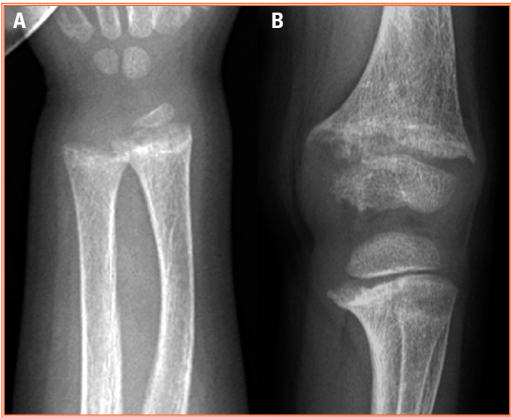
Hipofosfatemia ligada al cromosoma X. En la radiografía de la muñeca izquierda (A) las metáfisis distales del cúbito y del radio muestran una pérdida de la zona de calcificación provisional y son irregulares, anchas y parcialmente cóncavas. Según la escala RSS, esto equivale a 1,5 puntos para el cúbito y 1,5 puntos para el radio, lo que hace un total de 3 puntos para la muñeca. La radiografía de la rodilla izquierda (B) muestra la metáfisis de ambos cóndilos femorales fragmentada, irregular, con el margen metafisario no visible, pero la epífisis no está demasiado separada de la metáfisis, por lo que equivale a 2 puntos. La tibia muestra hallazgos similares solo en la meseta tibial medial, lo que equivale a 1 punto. El total de la rodilla son 3 puntos. La puntuación RSS total de este paciente es de 6 puntos.
